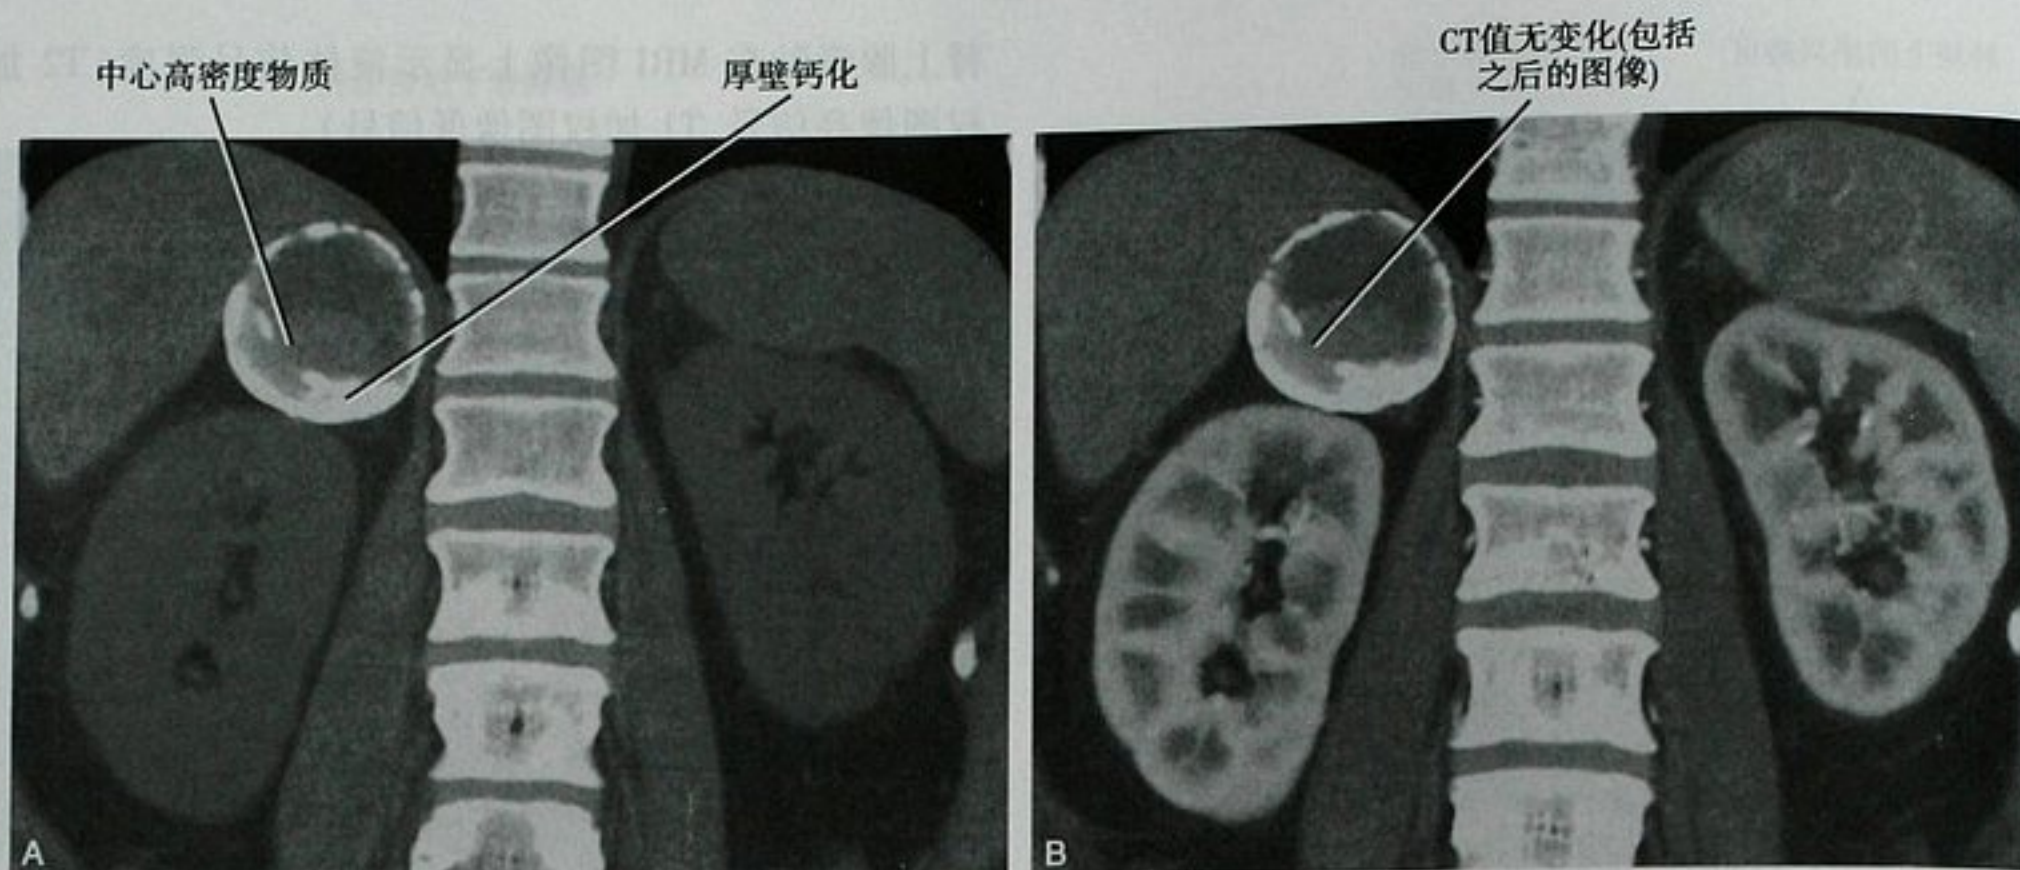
右侧肾上腺囊性病变伴钙化冠状位 CT 图像。厚壁钙化是肾上腺假性囊肿的典型表现,但在 CT 平扫图像上病灶内有高密度物质容易让人产生混淆(A),增强后病变无强化(B)并且病灶大小至少有 6 年保持不变,符合良性病变
